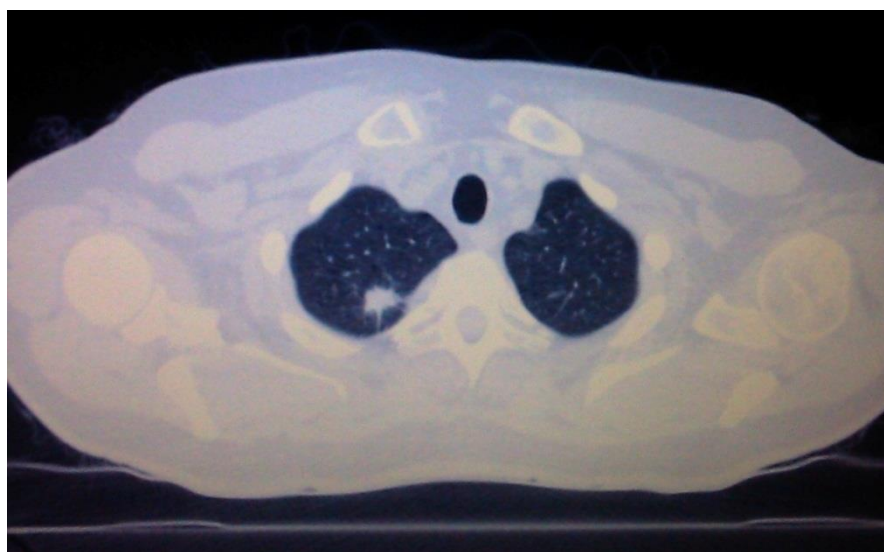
Компьютерная томограмма. Периферический рак верхней доли правого легкого. Аксиальная плоскость.
